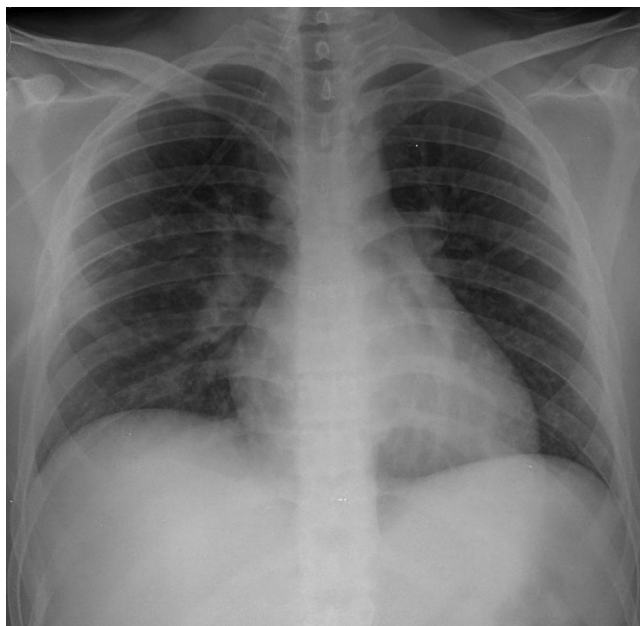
Radiografía de tórax anterolateral tomada al ingreso. Se evidencia infiltrado intersticial en ambos campos pulmonares, predominante en el lado izquierdo, que corresponde a cambios por edema pulmonar.
